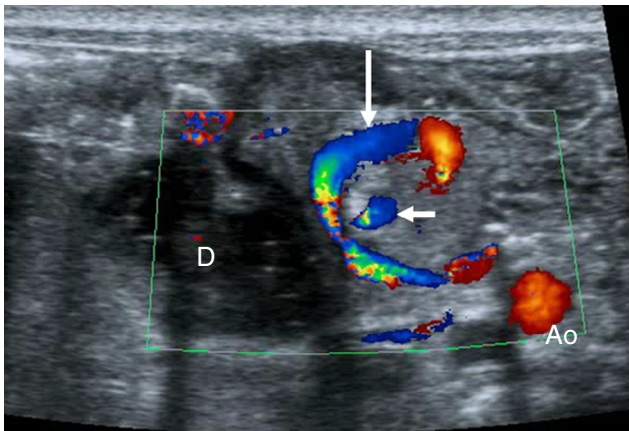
Ecografía Doppler color de un vólvulo de intestino medio en un neonato de 5 días de vida con vómitos biliosos. Imagen ecográfica transversal en mesogastrio: masa anterior a la aorta, centrada en la arteria mesentérica superior (flecha corta), formada por el intestino y la vena mesentérica superior (flecha larga) girando alrededor de la arteria en el sentido de las agujas del reloj (signo del remolino). D: duodeno dilatado. Ao: aorta.
